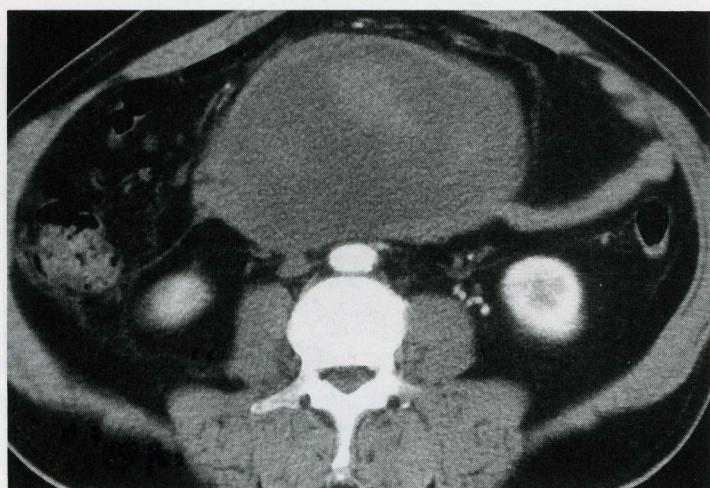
Abdomen CT scan on the 24th day after traffic accident. Large retroperitoneal hematoma is located in the anterior pararenal space, and superior mesenteric vessels are displaced and compressed by the hematoma. The hematoma shows mixed attenuation by liquefaction.
